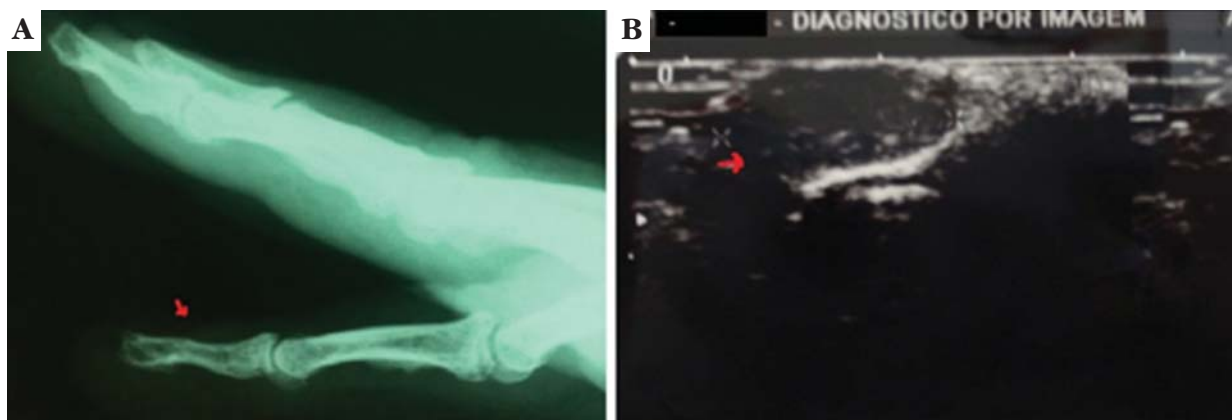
A: Radiografia: depressão de falange distal; B: ultrassom: nódulo hipocogênico bem delimitado
